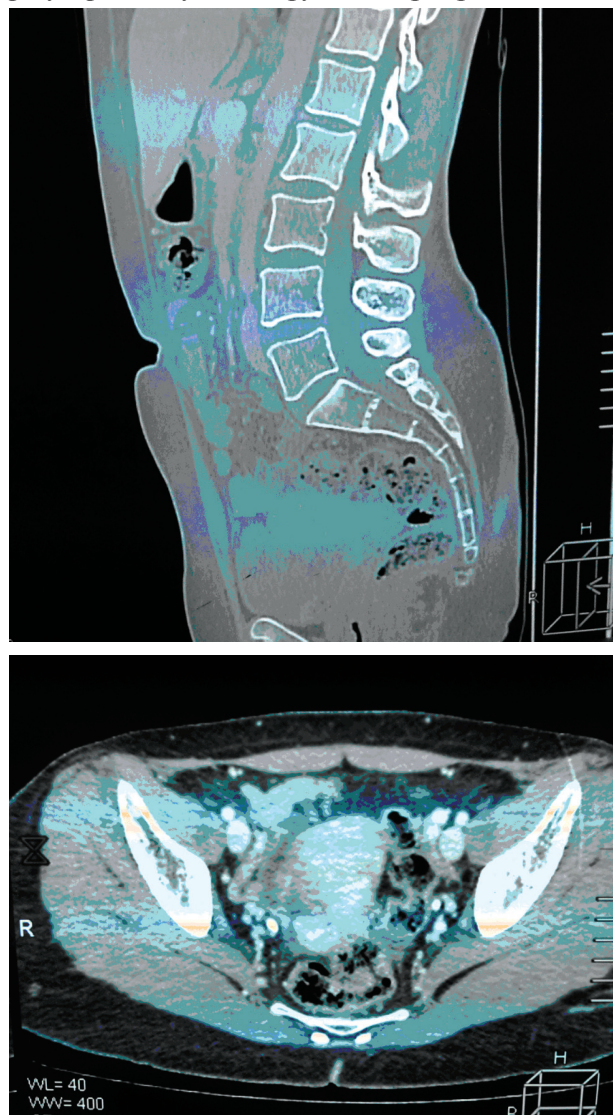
КТ-изображения после лечения
